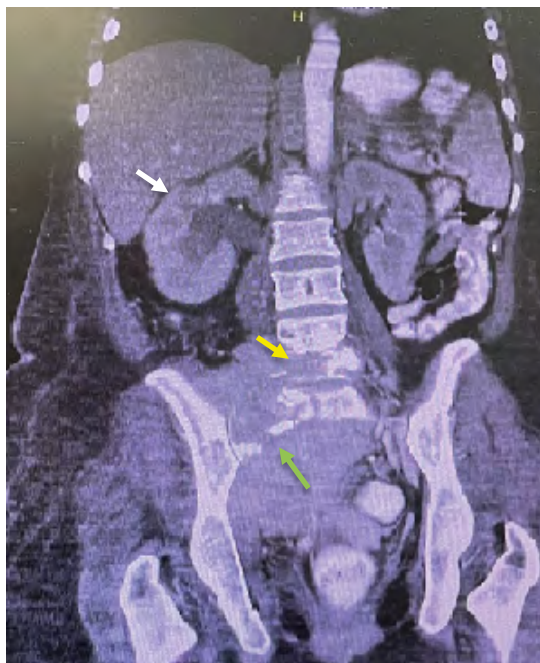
TC de abdomen y pelvis contrastada. Corte coronal. Se evidencia hidronefrosis derecha (flecha blanca) y compromiso de la cortical ósea generando lisis del alerón sacro derecho (flecha amarilla) e imágenes de aspecto lítico en cuerpo vertebral de D2, L1, L4, Y L5 (flecha verde).
